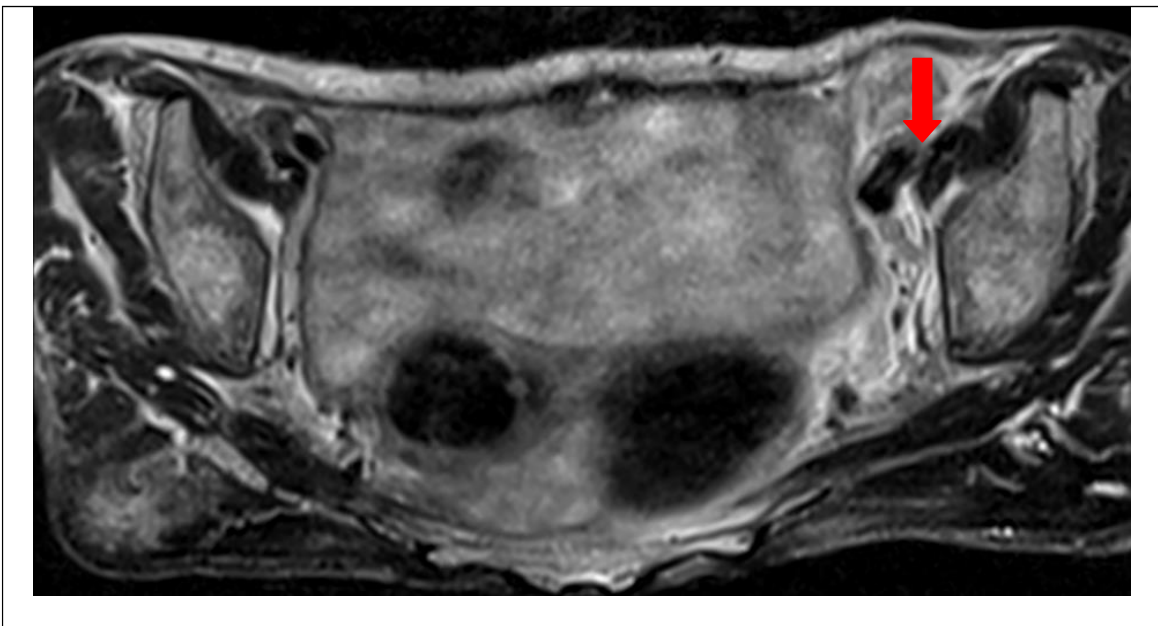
Лимфатические узлы пахово-подвздошных областей слева неравномерно увеличены размером 3,2 x 1,9 см. Заключение: МР-картина левосторонней пахово-подвздошной лимфаденопатии (МРТ ОМТ от 26.09.2018г).
